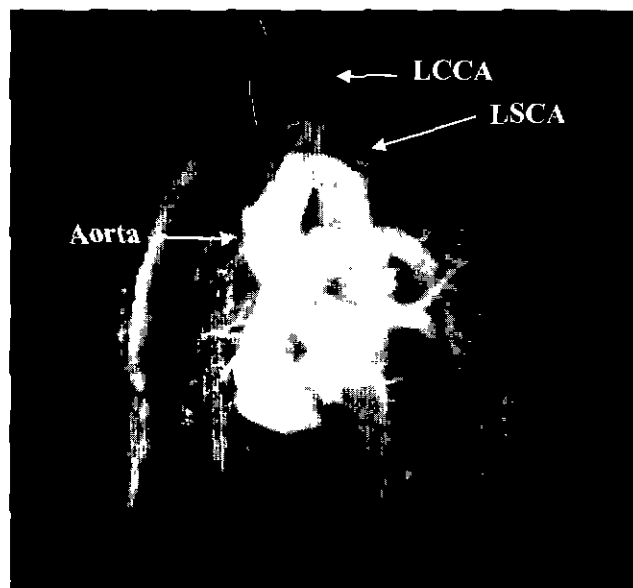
Postoperative MRA(magnetic resonance angiography) showing Kommerell's diverticulum, reduced in size and posteriorly displaced(LSCA, Left subclavian artery, LCCA; Left common carotid artery)
